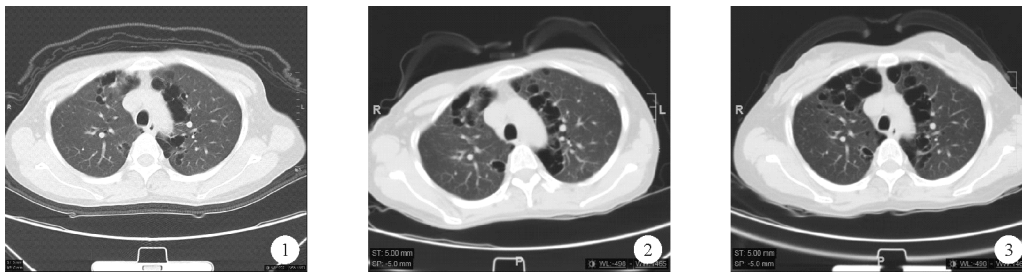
2019 年 1 月 31 日患者胸部 CT 检查结果 图 2 2019 年 7 月 16 日患者胸部 CT 检查结果 图 3 2019 年 11 月 5 日患者胸部 CT 检查结果
